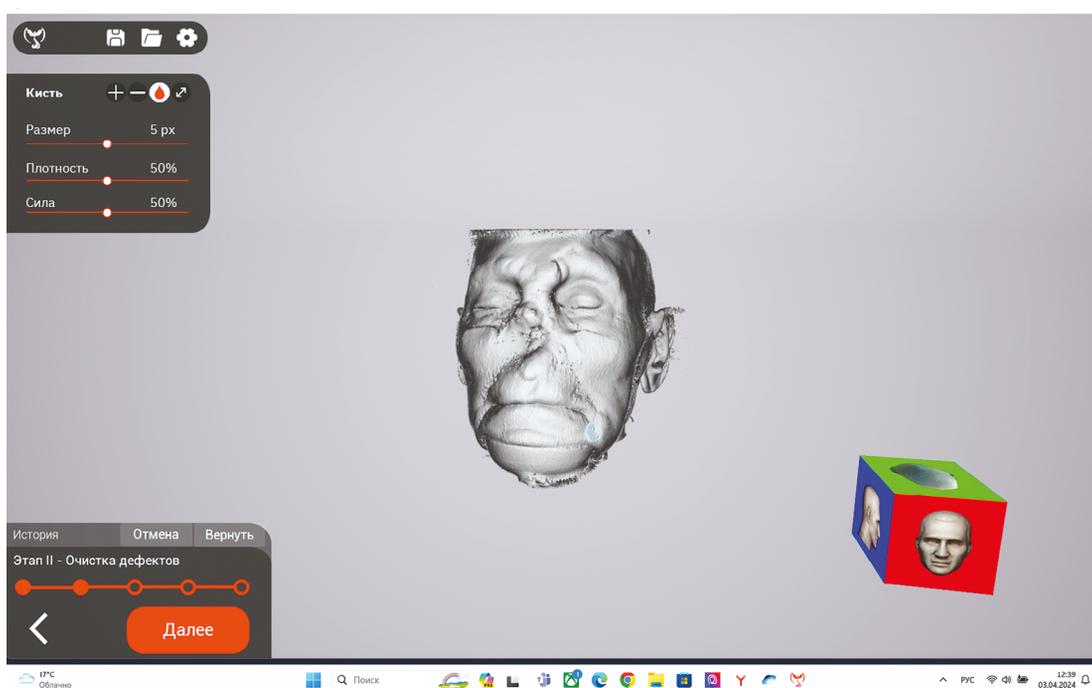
Преобразование данных компьютерной томографии в формат .stl с использованием разработанной программы.
